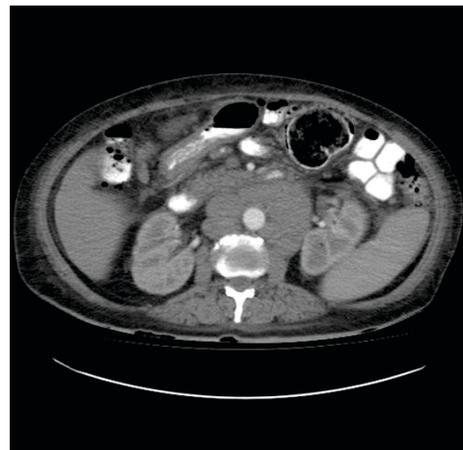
Tomografía Axial Computarizada de abdomen contrastado. Corte axial. Divertículo colónico gigante con restos de material fecal y gas en su interior (Caso número dos).
